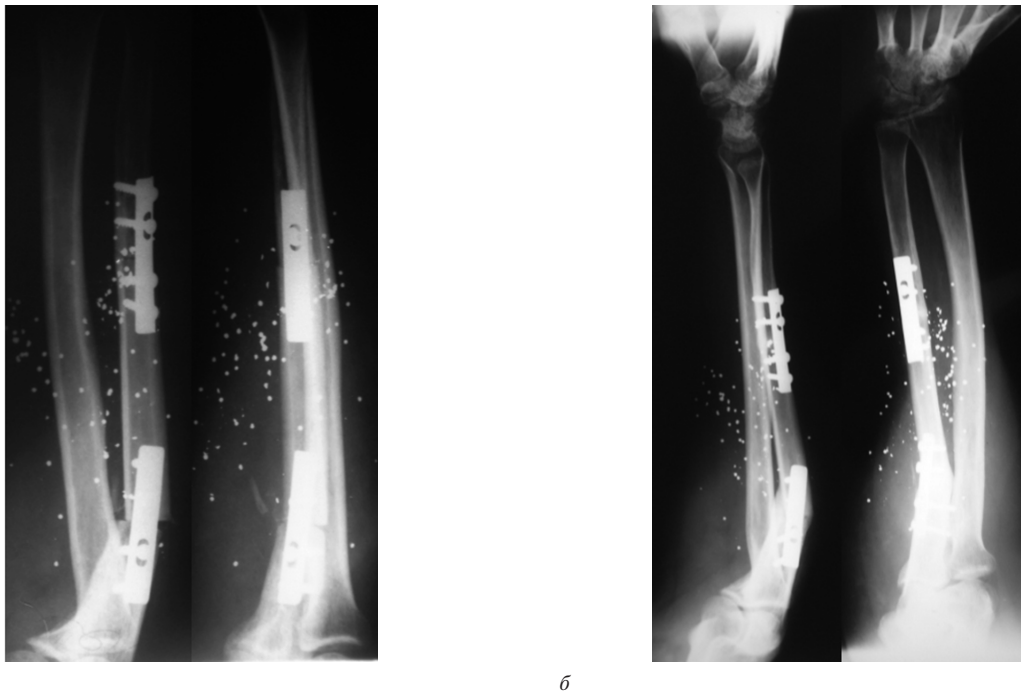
Рентгенограма правого передпліччя хворого П., історія хвороби №458510: а — після пластики дефекту ліктьової кістки васкуляризованим аутогрантатом малогомілкової кістки; б — консолідація трансплантата з реципієнтною кісткою через 3 місяці після операції.
